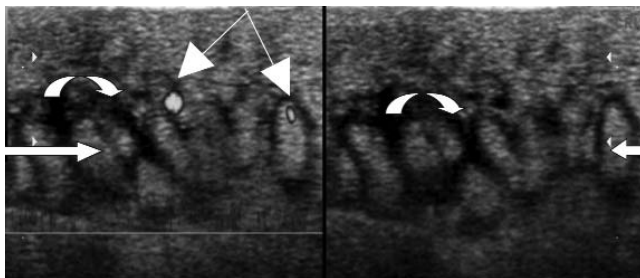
УЗИ кожи и ПЖК больной М.: выраженная дольчатость (стрелка) с анэхогенным ободком (дугообразная стрелка), единичные сигналы васкуляризации (двойная тонкая стрелка) в ПЖК
